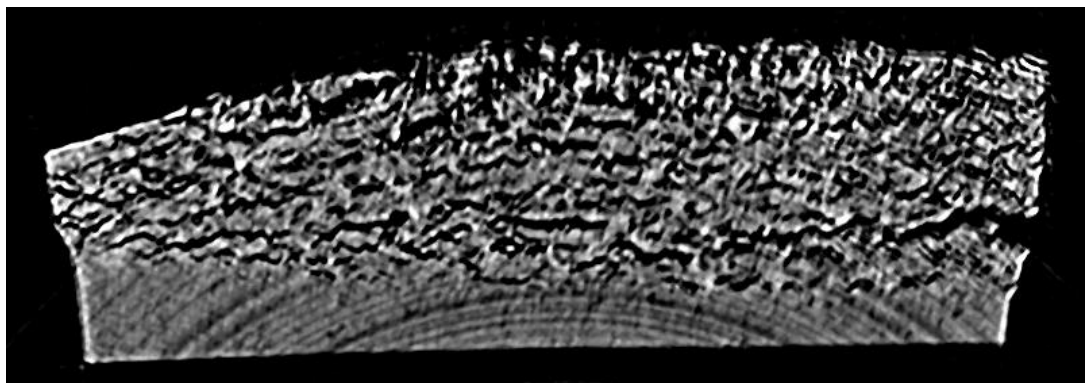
OD 錠の X 線 CT 像 (打錠圧縮力 8 kN)
